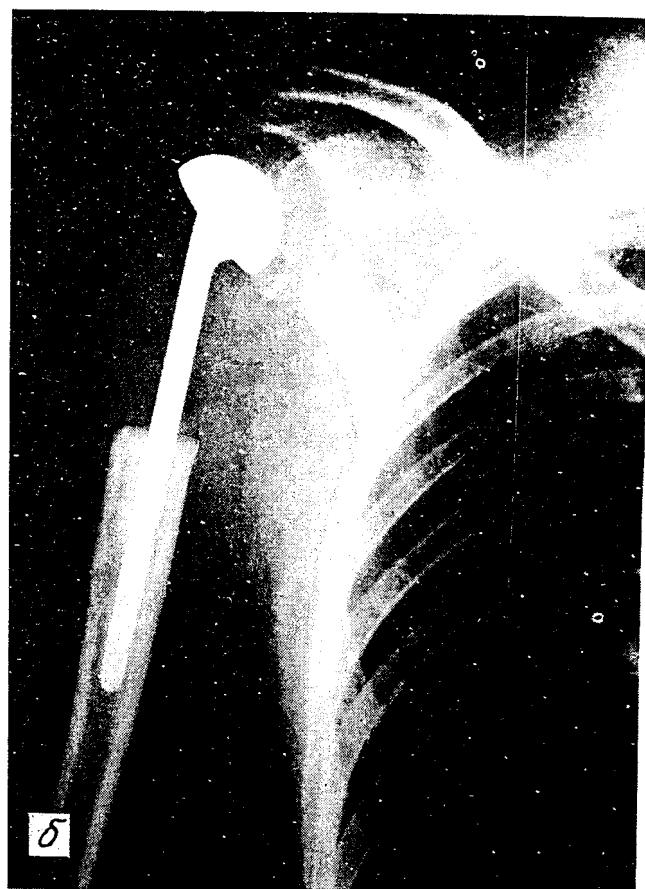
Рентгенограмма больного с гигантоклеточной опухолью проксимального отдела правой плечевой кости.
